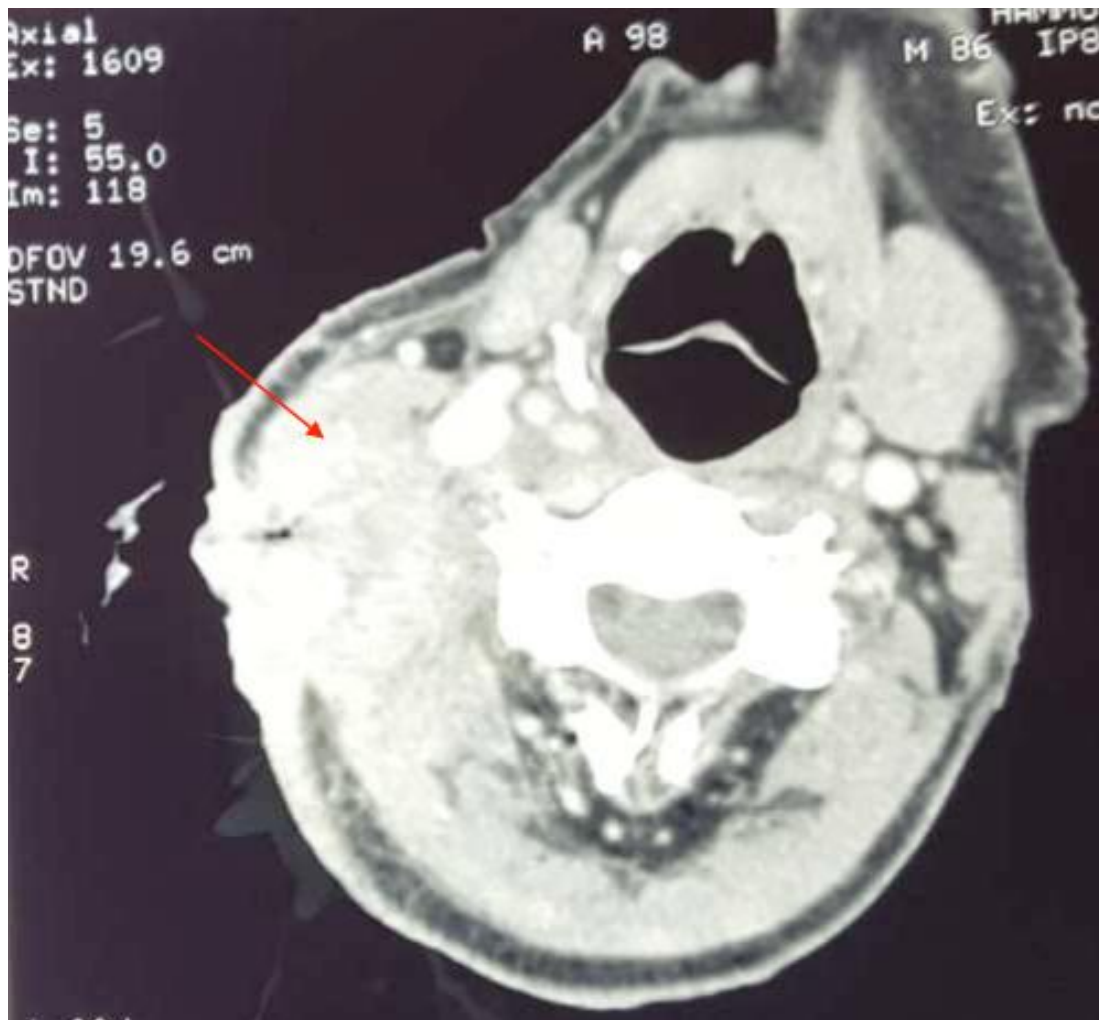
TDM en coupe axiale d'un carcinome étendu de la glande parotide droite.
